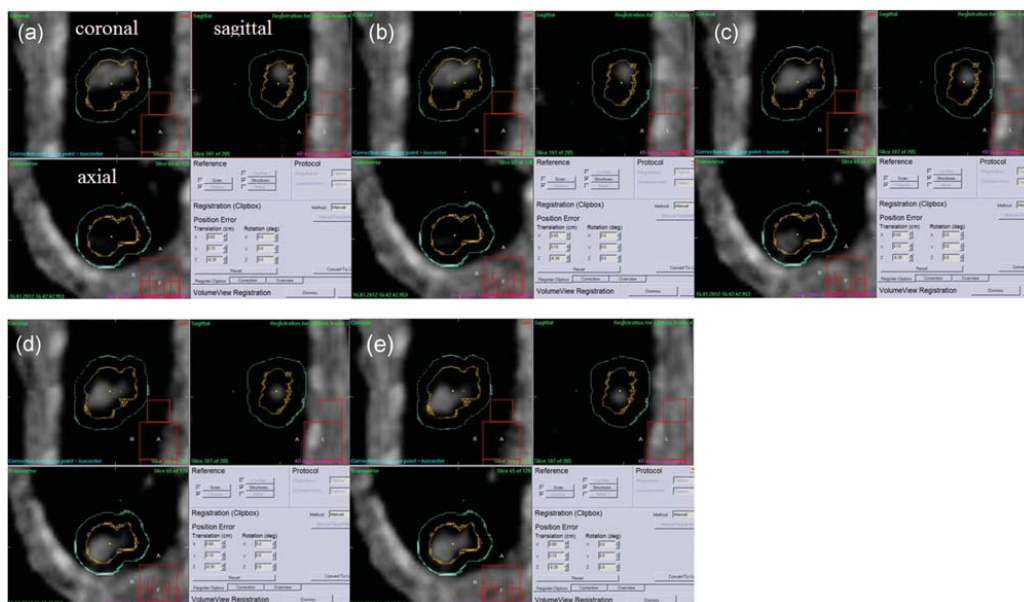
4D-CBCT を用いた治療前位置照合。文献[96]より引用。
